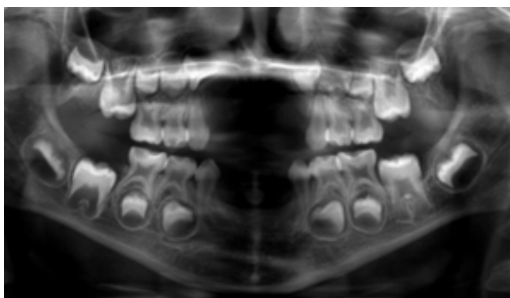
Radiografia panorâmica mostrando agenesia dentária dos incisivos superiores e inferiores e caninos inferiores permanentes. Taurodontismo afetando os molares superiores e inferiores decíduos. Certo grau de taurodontismo afetando os molares permanentes superiores e inferiores
